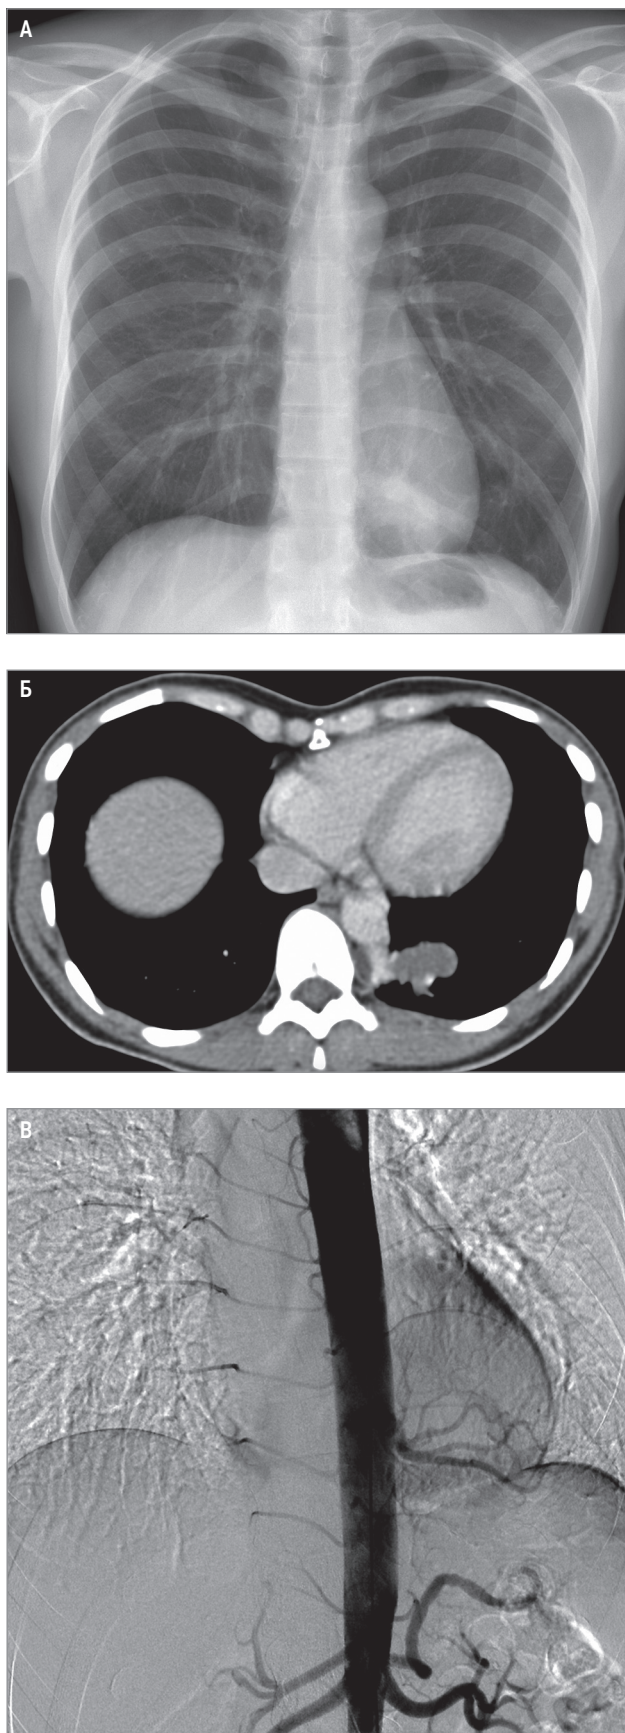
Диагностика с применением контрастного вещества: А – обзорная рентгенография, патологическое образование в нижней доле левого легкого; Б – компьютерная томография с внутривенным контрастированием, патологический сосуд отходит от аорты в направлении к образованию; В – аортография, внутридолевая секвестрация
